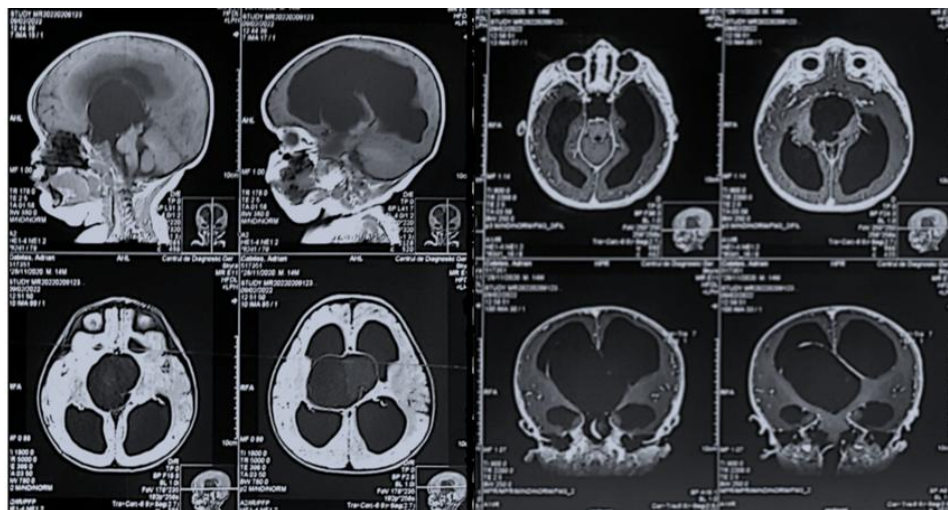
IRM cerebrală la copil de 3 ani: chist cerebral congenital.
